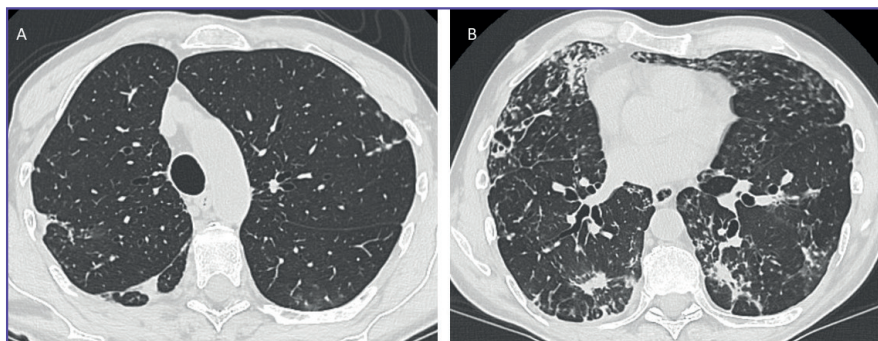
A e B. HRCT torace: numerose strie e chiazze dense in parte confluenti in aree di consolidamento parenchimale con prevalenti aspetti infiammatori al lobo medio, lingua e basi, bronchiectasie nei campi medio-inferiori.
